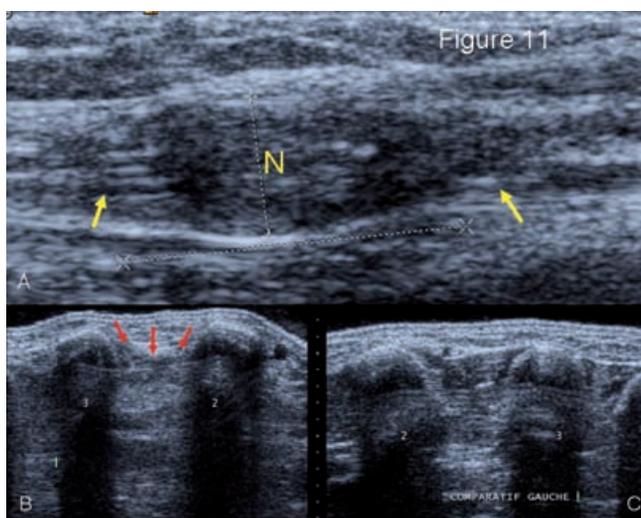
Coupes échographiques longitudinales (A) de la loge de Guyon et coupes transversales des dos de la main homolatérale (B) et hétérolatérale comparative (C). Démonstration d'une masse solide hypoéchogène (N) se raccordant relativement symétriquement à ses pôles supérieur et inférieur au nerf ulnaire (flèches jaunes). La comparaison des dos des mains objective une atrophie des muscles interosseux du côté du névrome (flèches rouges).
